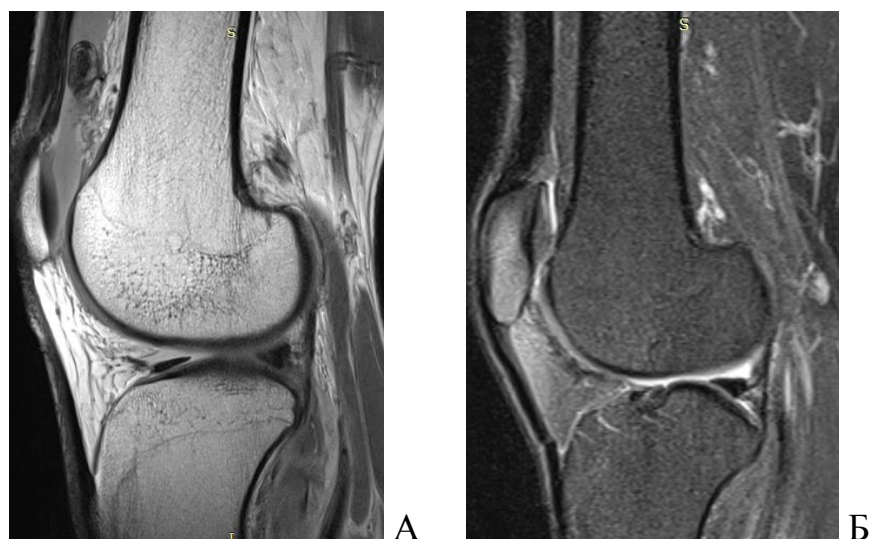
МРТ. МРТ-зображення у пацієнта С. з ЛПВНС КС до операції (А) та відмінний результат через 3 місяці після операції (Б).
